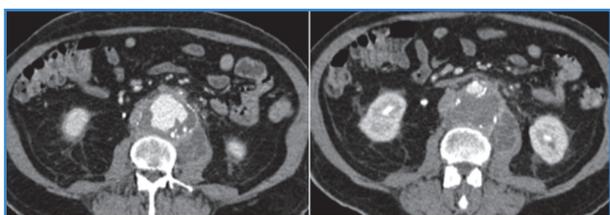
Angiotomografía, corte transversal.
